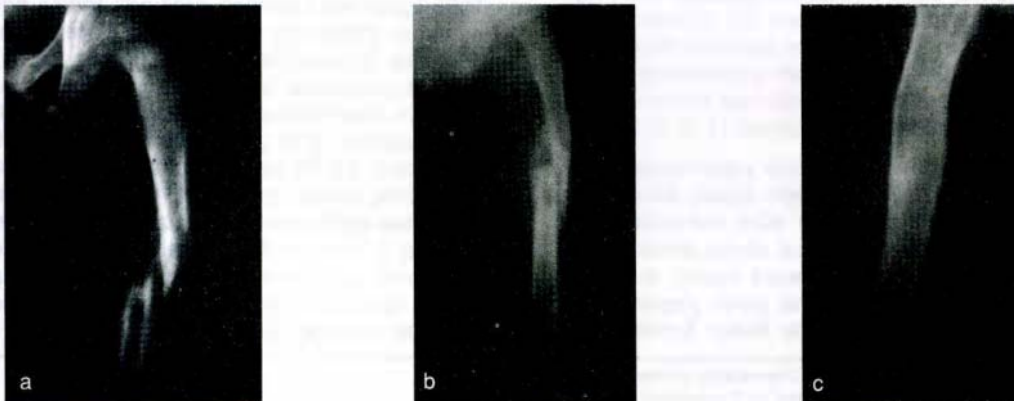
a. E.T. 8 yaşında, trafik kazası a. Bilateral femur fraktürü, bilateral iskiüm -pubis kolu fraktürü, sol iliak kanat kırığı, sakrum kırıklı-çıkığı, testis travması. b. Tedaviden sonraki 1.5. ayda çekilen grafisi. Hasta sakrum bölge sindeki hafif deformasyon dışında hiçbir yakınması olmayarak rahatça koşabilmekte, yaşantısını devam ettirmekte.
